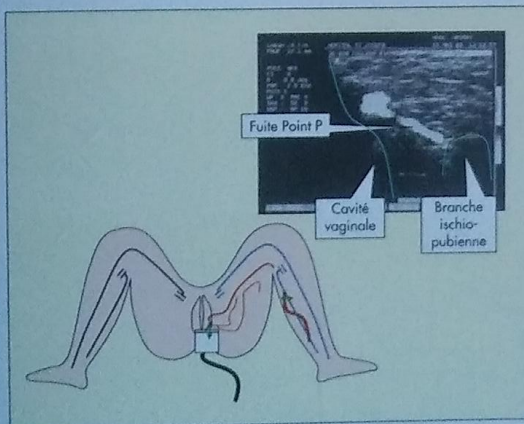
Repérage du point P par écho-Doppler
